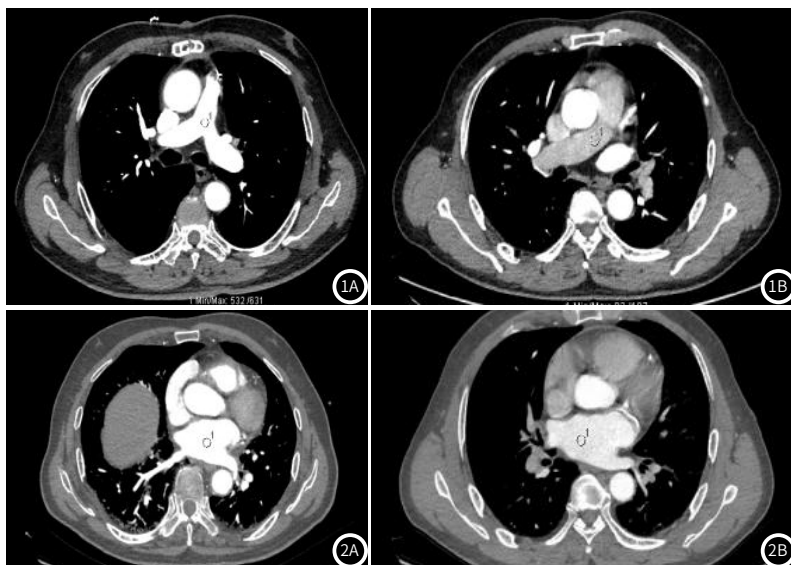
肺动脉CT值观察组b(139HU)明显低于对照组a(571HU)。
